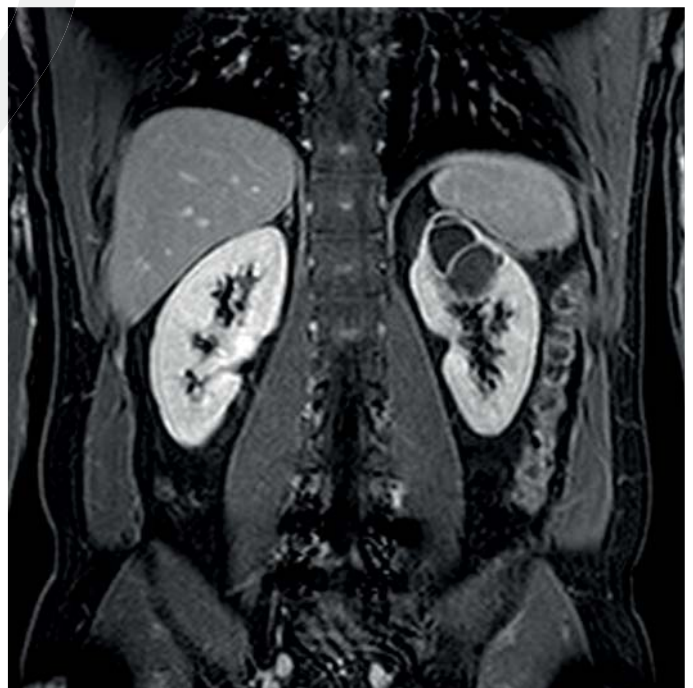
Bosniak Zyste Typ III: Zyste MRI
